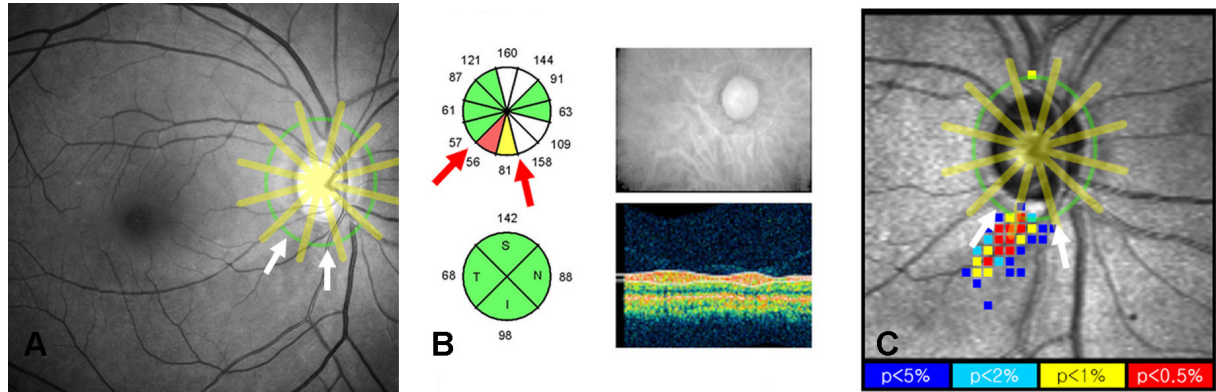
Method to identify a localized retinal nerve fiber layer (RNFL) defect by the Stratus OCT optical coherence tomography and GDx VCC scanning laser polarimetry with variable corneal compensation. (A) Red-free RNFL photograph of right eye of a 69 year-old male patient. The peripapillary RNFL was divided into 12 clock-hour sectors like a sector average analysis of Stratus OCT. There is a wedge-shaped RNFL defect at the inferotemporal region (white arrows). (B) Sector average analysis of Stratus OCT of the same eye. There are all 12 sectors and 2 abnormal sectors at 6 and 7 clock-hour (red arrows), which are correlated with the finding of red-free photograph. (C) Deviation map analysis of GDx VCC of the same eye. The peripapillary RNFL was artificially divided into 12 sectors like the sector average analysis of Stratus OCT. There are a few color-coded squares abnormal at $p < 0.05$ (white arrows), which are correlated with the finding of red-free photograph.
